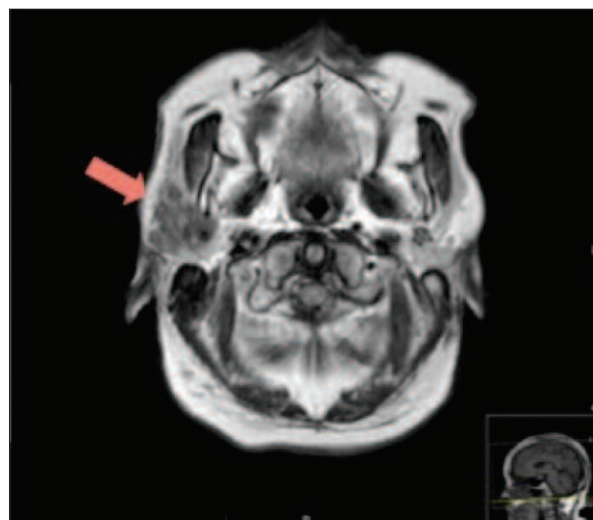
Right parotid gland lesion (head MRI, axial T2 FLAIR).
